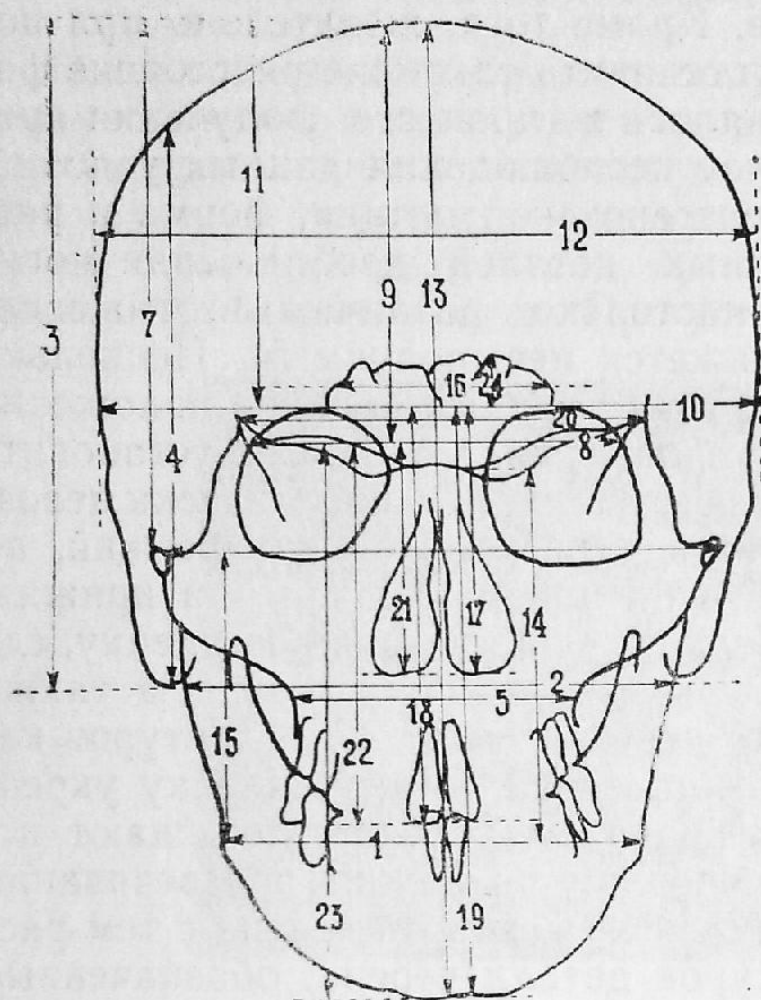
Расстояния между деталями изображения черепа, соотношения величин которых учитываются при сравнении прижизненных и посмертных рентгенограмм
